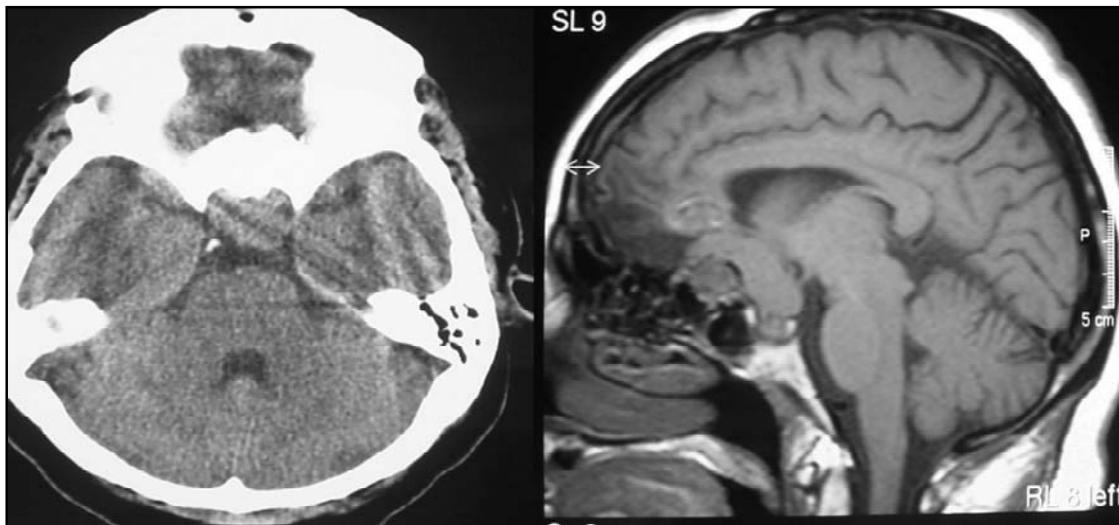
TC e RM mostrando recidiva tumoral na Paciente 3. Notar hiperostose etmoidal e plano esfenoidal.
